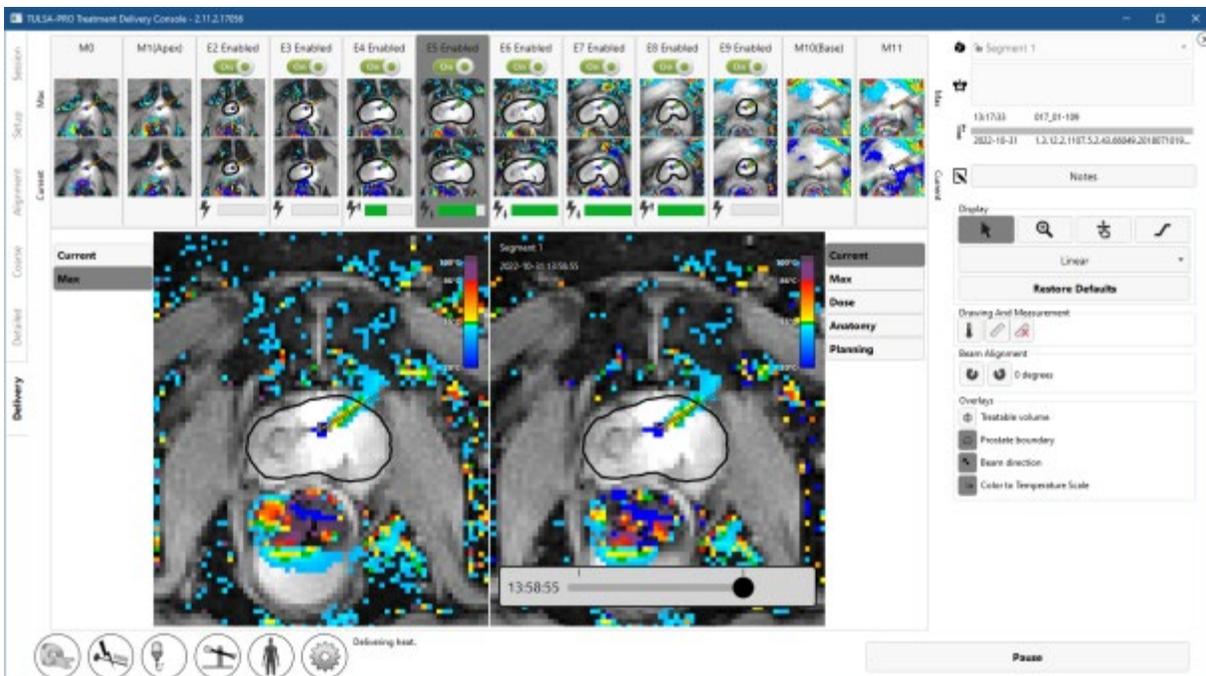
El calentamiento por ultrasonidos ha comenzado
